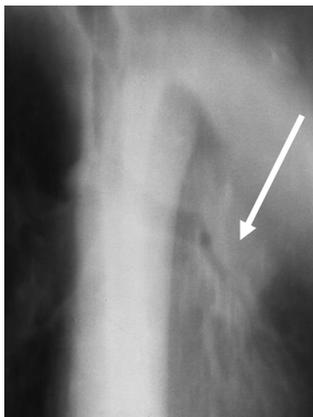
Рентгенограмма рака левого верхнедолевого бронха (показан стрелкой) с обтурацией его просвета и ателектазом верхней доли левого легкого
